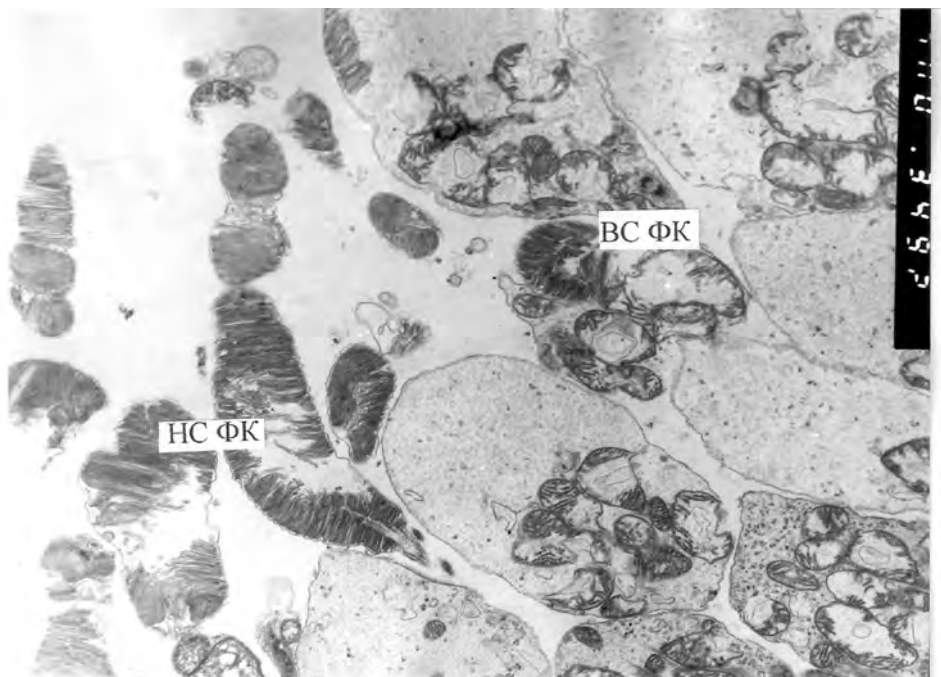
Ультраструктура слоя фоторецепторных клеток сетчатки кролика через 1 месяц после моделирования контузии. Альтерация наружных и внутренних сегментов фоторецепторных клеток. Электронная микрофотография. X 3 000.
